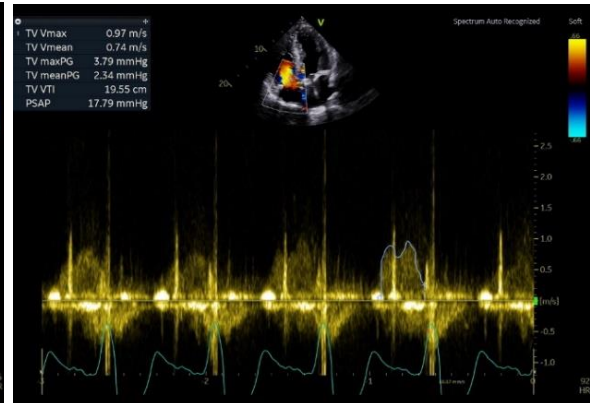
Doppler contínuo do fluxo transtricúspide na janela apical 4 câmaras.
